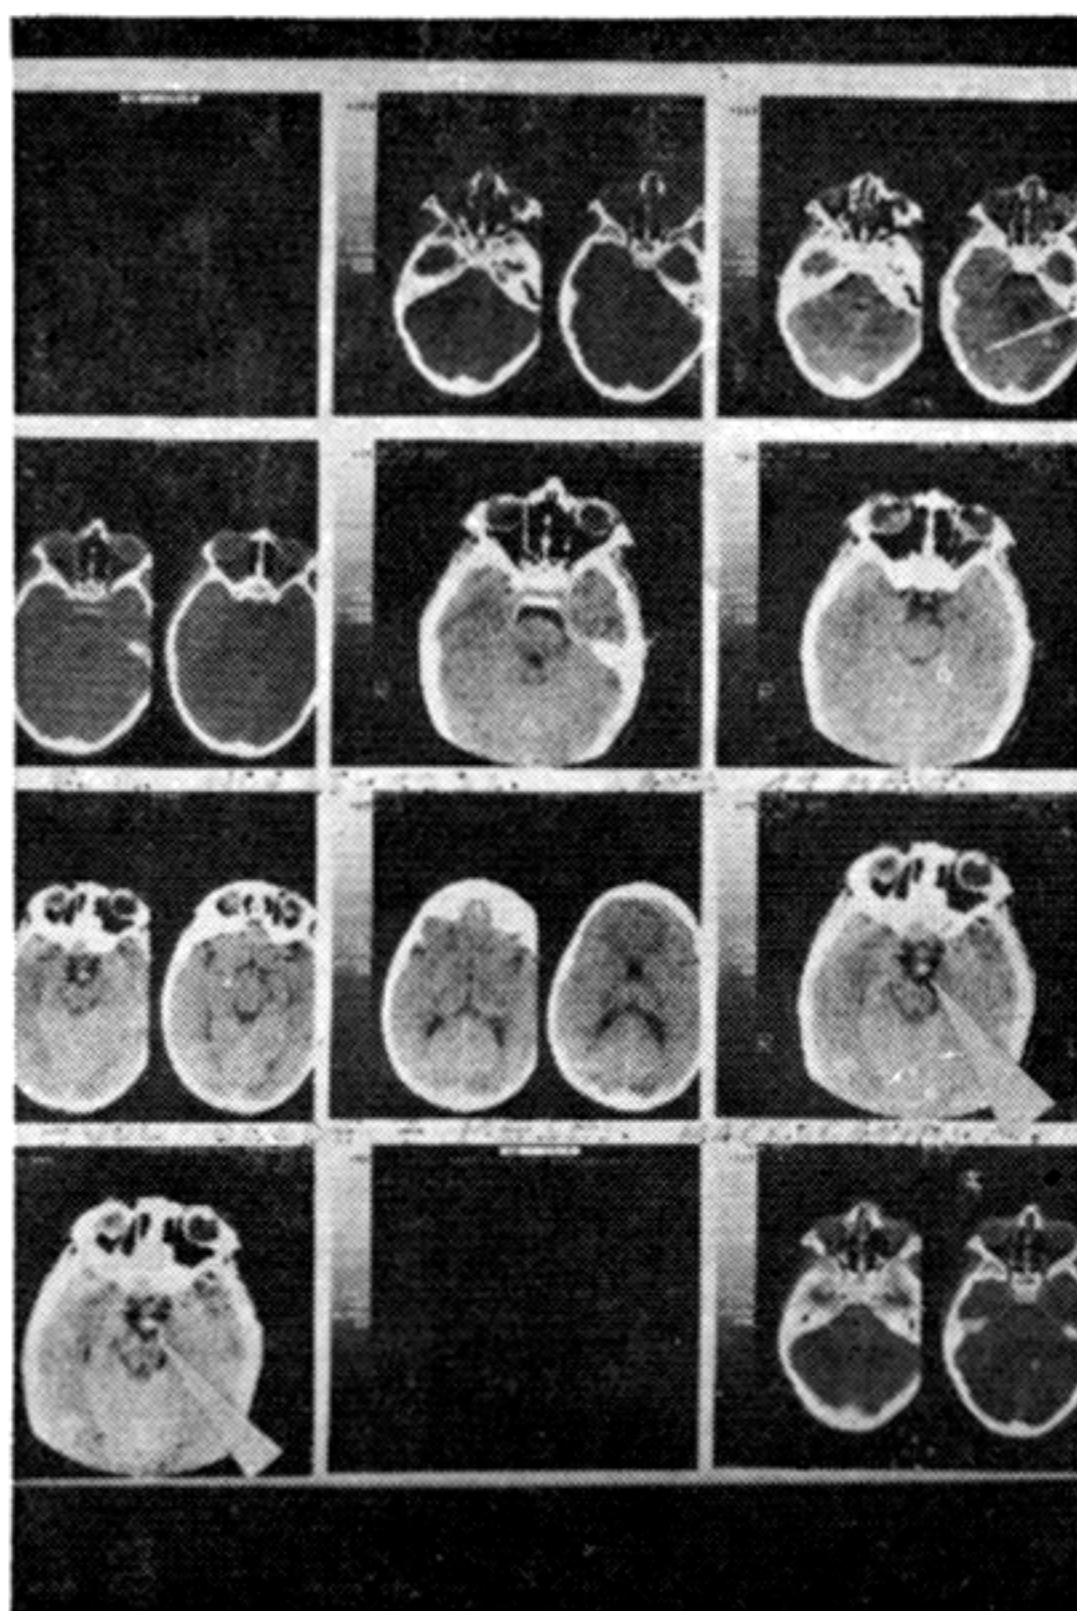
Tomografía axial computada cerebral del caso No. 3. Se observa una imagen hipercaptante suprasellar ocupando la cisterna quiasmática.
